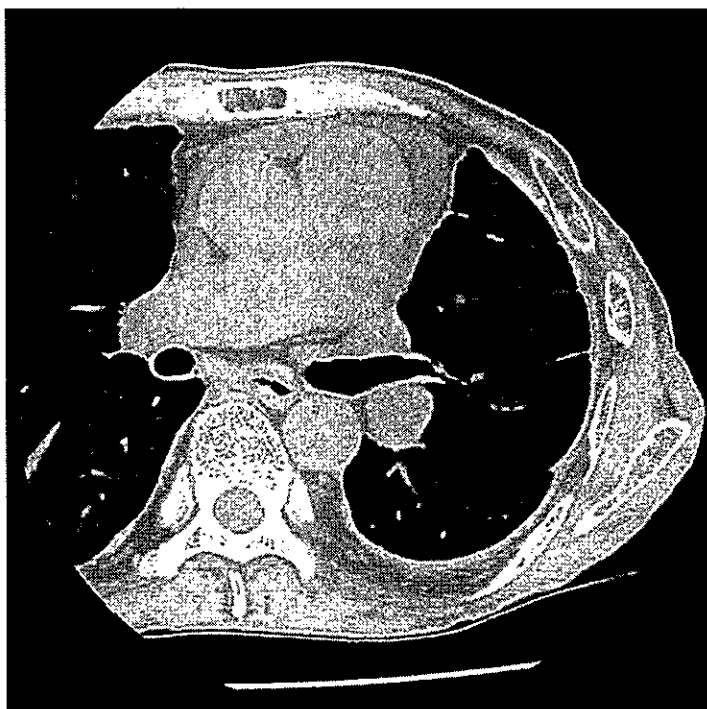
胸部 CT 上の crow's feet sign
